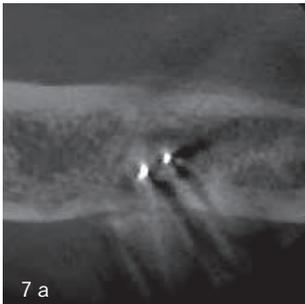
CBCT横断像(2012年12月). 根尖を囲んでいた透過像の消失.
